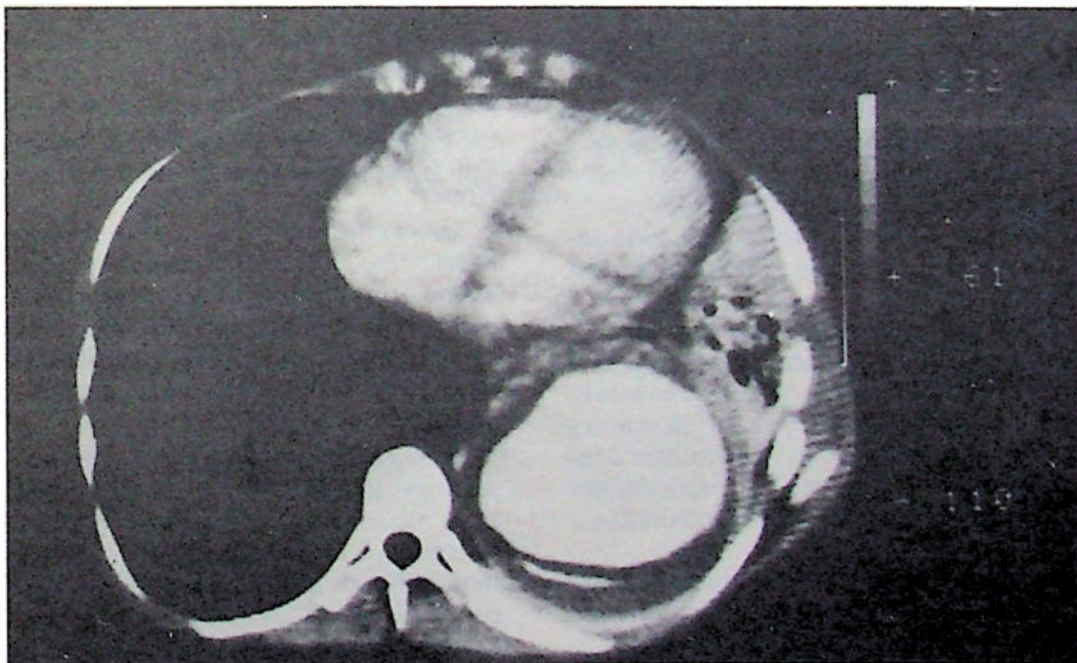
Tomografía computada donde se observa tumoración redondeada con reforzamiento en su interior y una zona hipodensa en la periferia que corresponde a un trombo en la pared de la aorta torácica.
